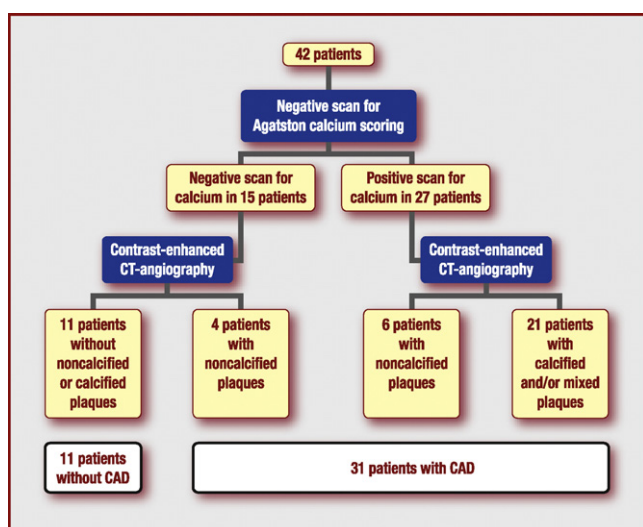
Prevalence of calcified and non-calcified plaques in the study group. CAD: coronary artery disease; CT: computed tomography.
